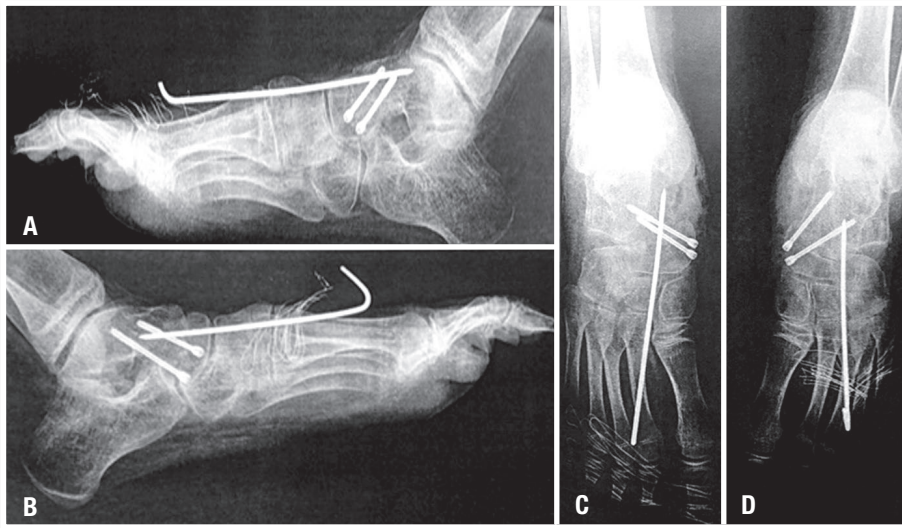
Radiografias do pós operatório imediato AP e perfil sem carga
